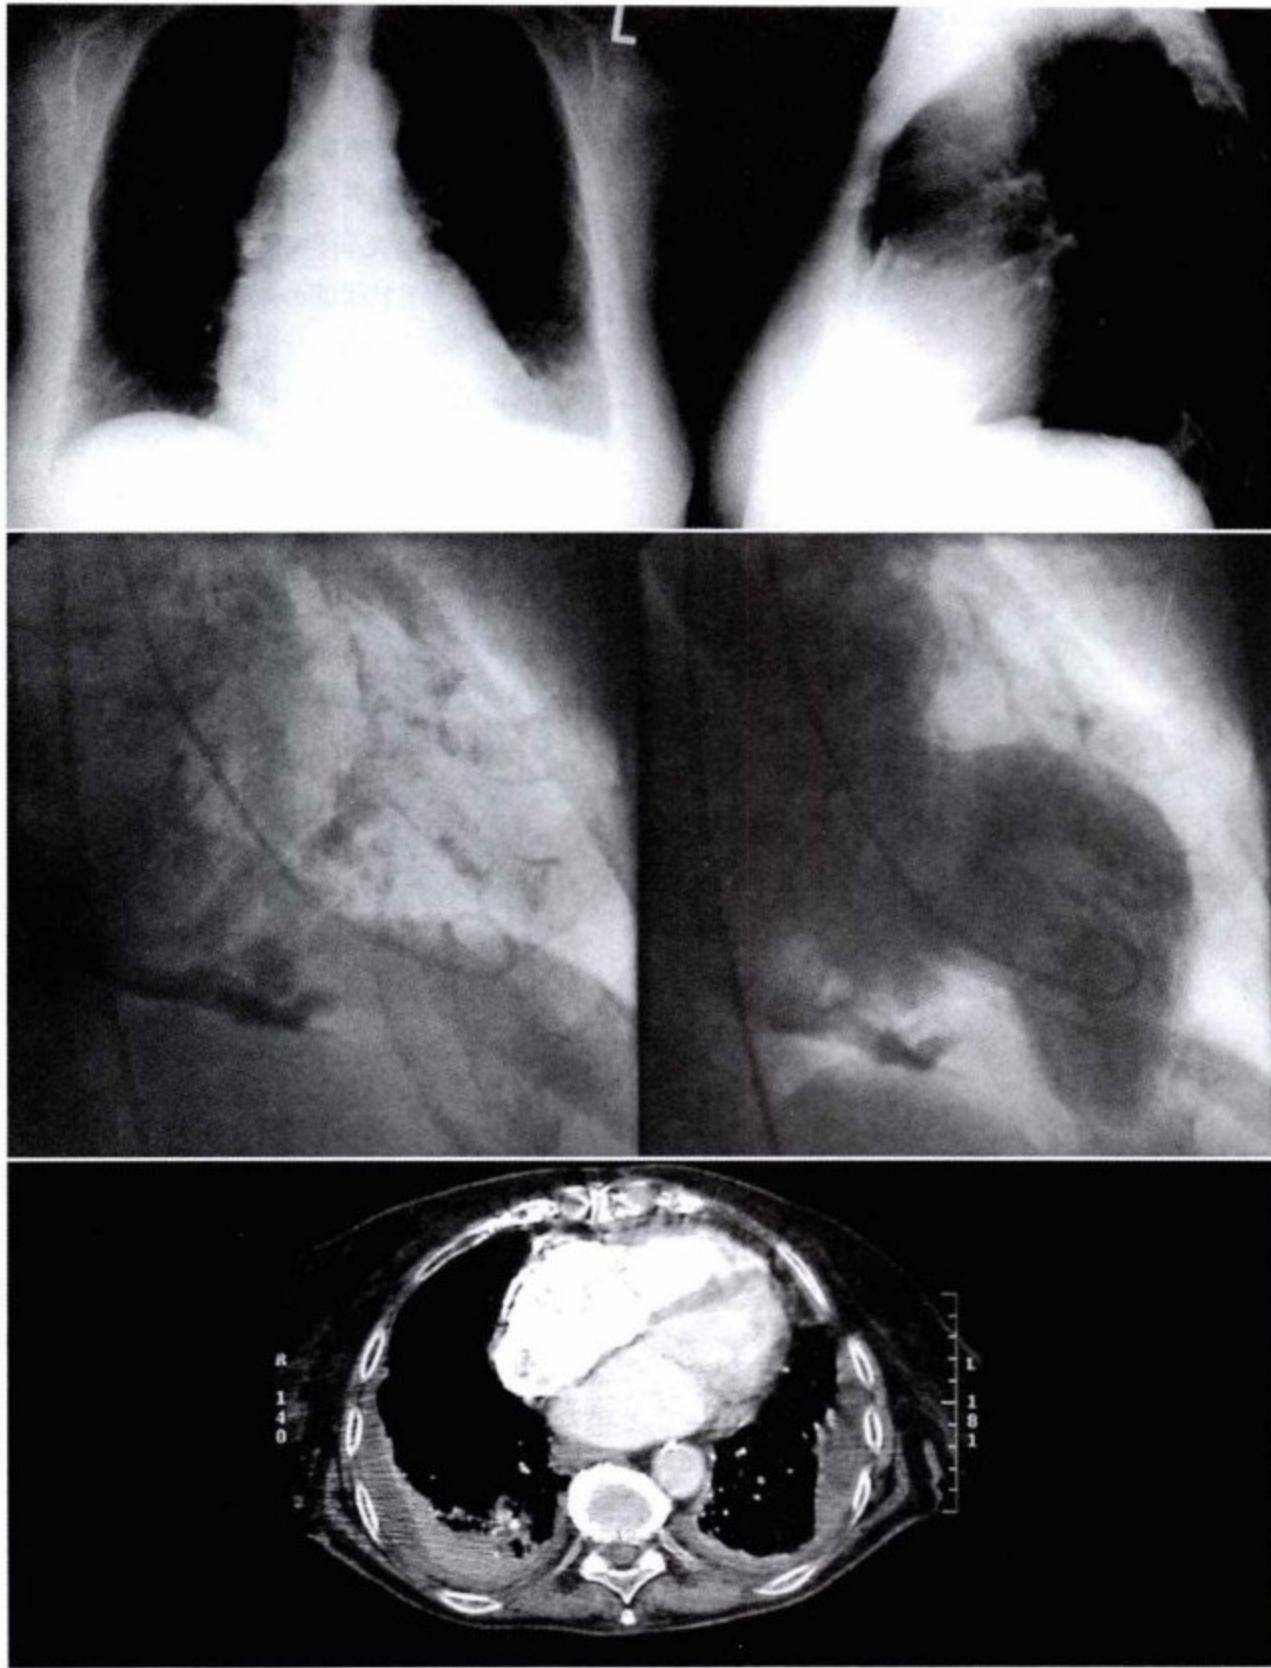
上图,胸片示肺野清亮,心影大。后前位片示心膈面心包厚重钙化,侧位片示左室/右室流出道前到表面上钙化。中图,右前斜位心室透视和造影,示心包钙化,膈面严重。缩窄性心包炎心包对左室轴向压迫使其明显变形。下图,CT 增强扫描轴位图示右心房表面钙化,主动脉粥样硬化钙化,双侧少量胸腔积液,无胸膜斑。
